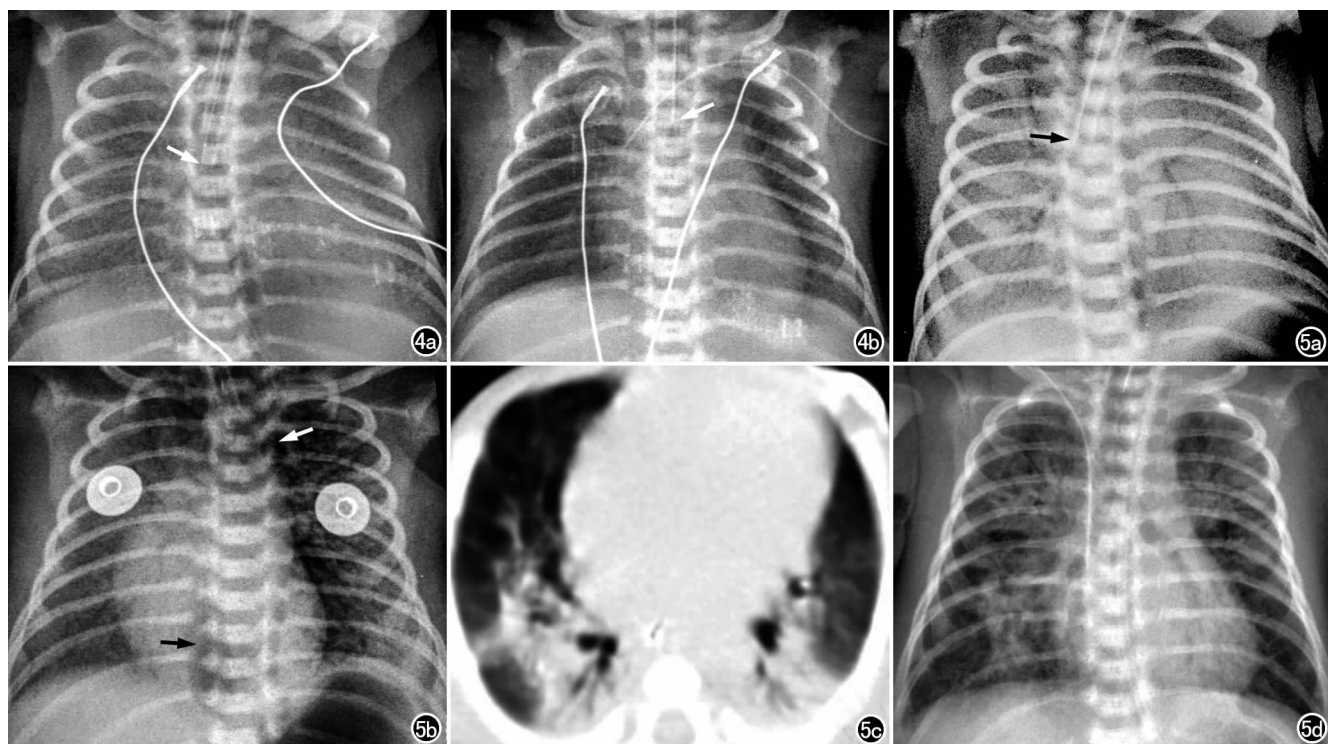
早产儿(33⁺周)NRDS IV级。a)出生后 50min 胸片示气管插管的管头位于气管隆突下(箭),双侧肺野内密度均匀增高呈“白肺”,心缘膈面完全消失; b) PS 治疗后 8h 复查胸片,示气管插管的管头位于气管隆突稍上方(箭),两肺透亮度较前增加,心缘及膈面变清晰。图 5 早产儿(31⁺周)NRDS IV级。a)出生后 22min 胸片示气管插管的管头位于右主支气管起始端(箭),两肺野密度均匀增高呈“白肺”,可见支气管气像,心缘膈面完全消失; b) PS 治疗后 72h 复查胸片,示两肺透亮度较前增加,左肺明显,可见肺间质和纵隔积气(白箭),心影重叠区可见透亮影(黑箭,食管裂孔疝可能),心缘及膈面清晰; c) 治疗后 14d 低剂量 CT 示双肺下叶斑片影、条索影、实变影及局部肺气肿,提示支气管肺发育不良; d) 治疗后 17d 复查胸片示双肺斑片影、条索影及局限性气肿,提示支气管肺发育不良。
